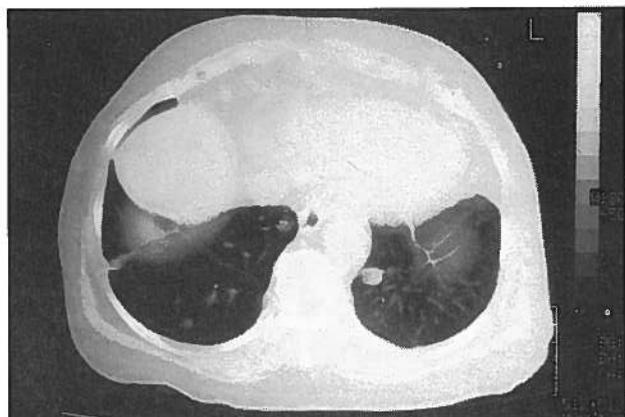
TC do tórax - imagens nodulares na periferia dos campos pulmonares.
